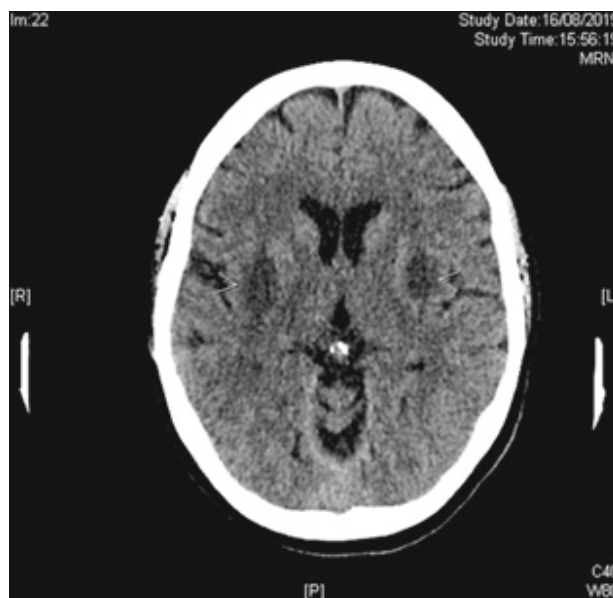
Tomografía computarizada de cráneo: hipodensidad bilateral en putámen.
